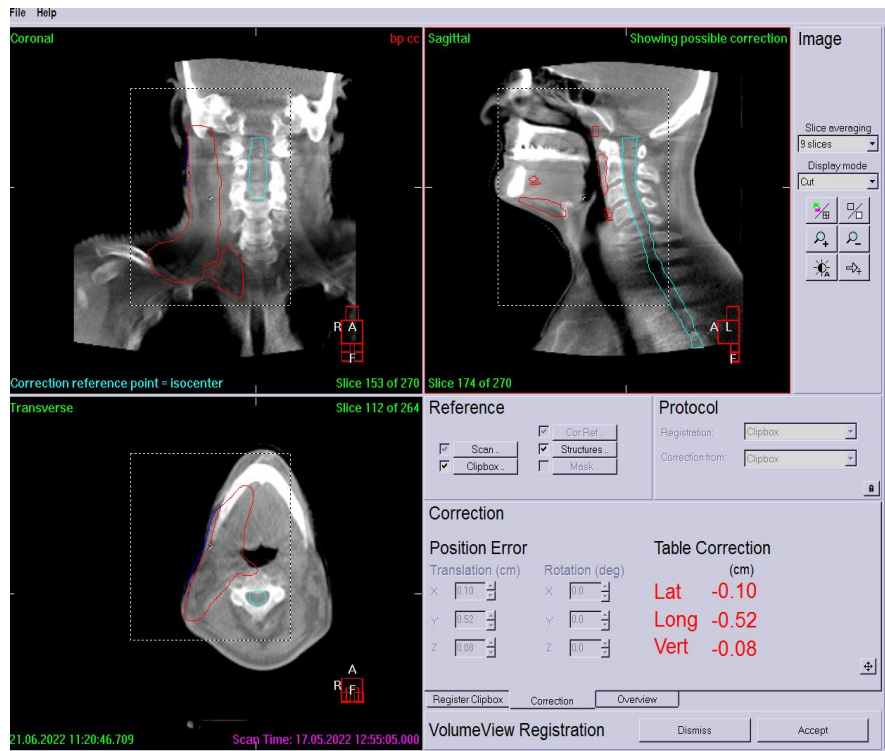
Immagini Cone Beam TC di controllo.
